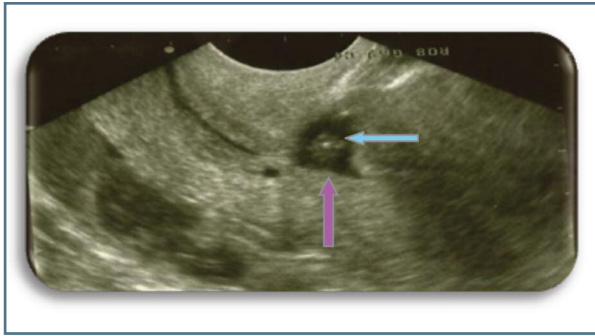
Observação do nicho ístmico (seta rosa) com pólipo no seu interior (seta azul) em ecografia transvaginal
